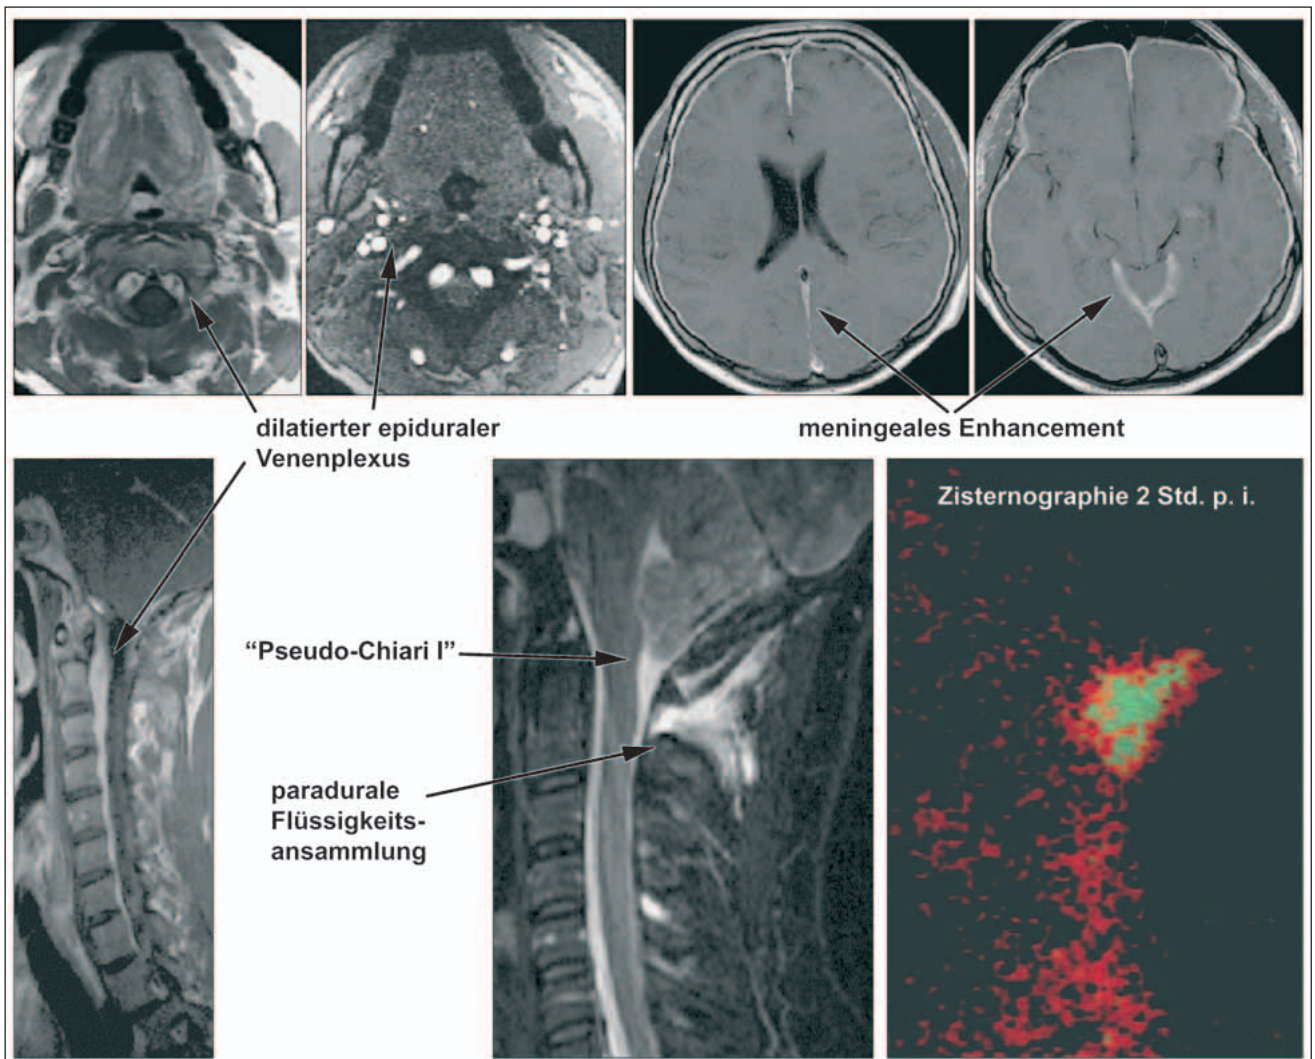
MR-tomographische Befunde und Liquorzintigraphie bei einem 39-jährigen Patienten mit spontanem Liquorunterdrucksyndrom
